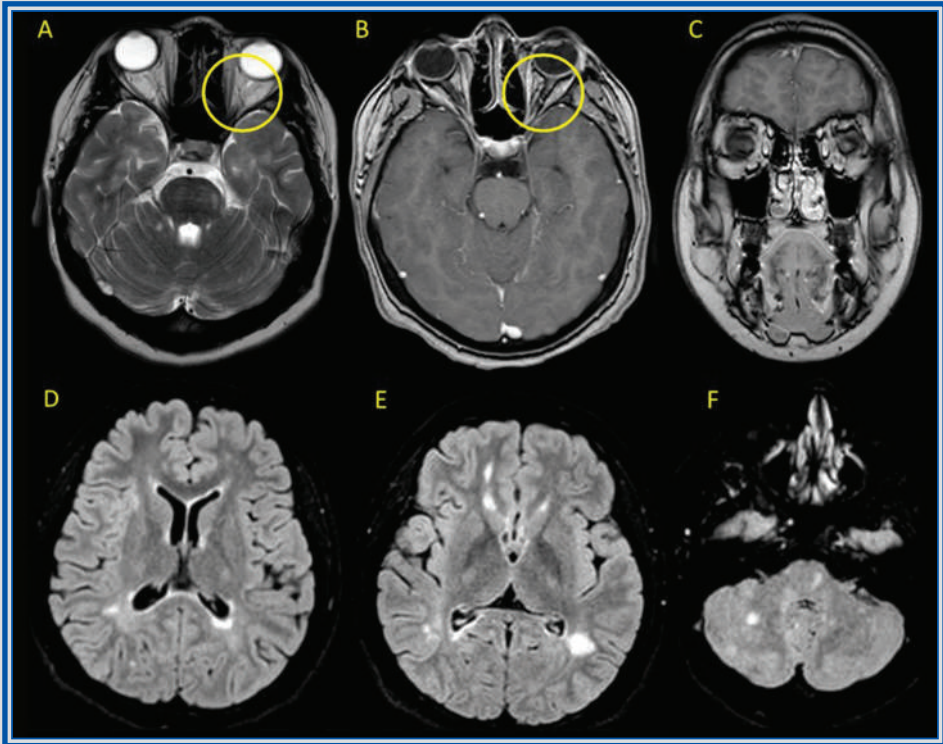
Capítulo 7. IRM de encéfalo con hiperintensidad del segmento intraorbitario del nervio óptico izquierdo en secuencias T2 (A) con realce sutil en secuencias T1 poscontraste en cortes axiales y coronales (B y C). Lesiones desmielinizantes típicas de EM, de comportamiento hiperintenso en secuencias FLAIR (D, E y F), que afectan a la sustancia blanca periventricular, yuxtacortical y en estructuras infratentoriales.
